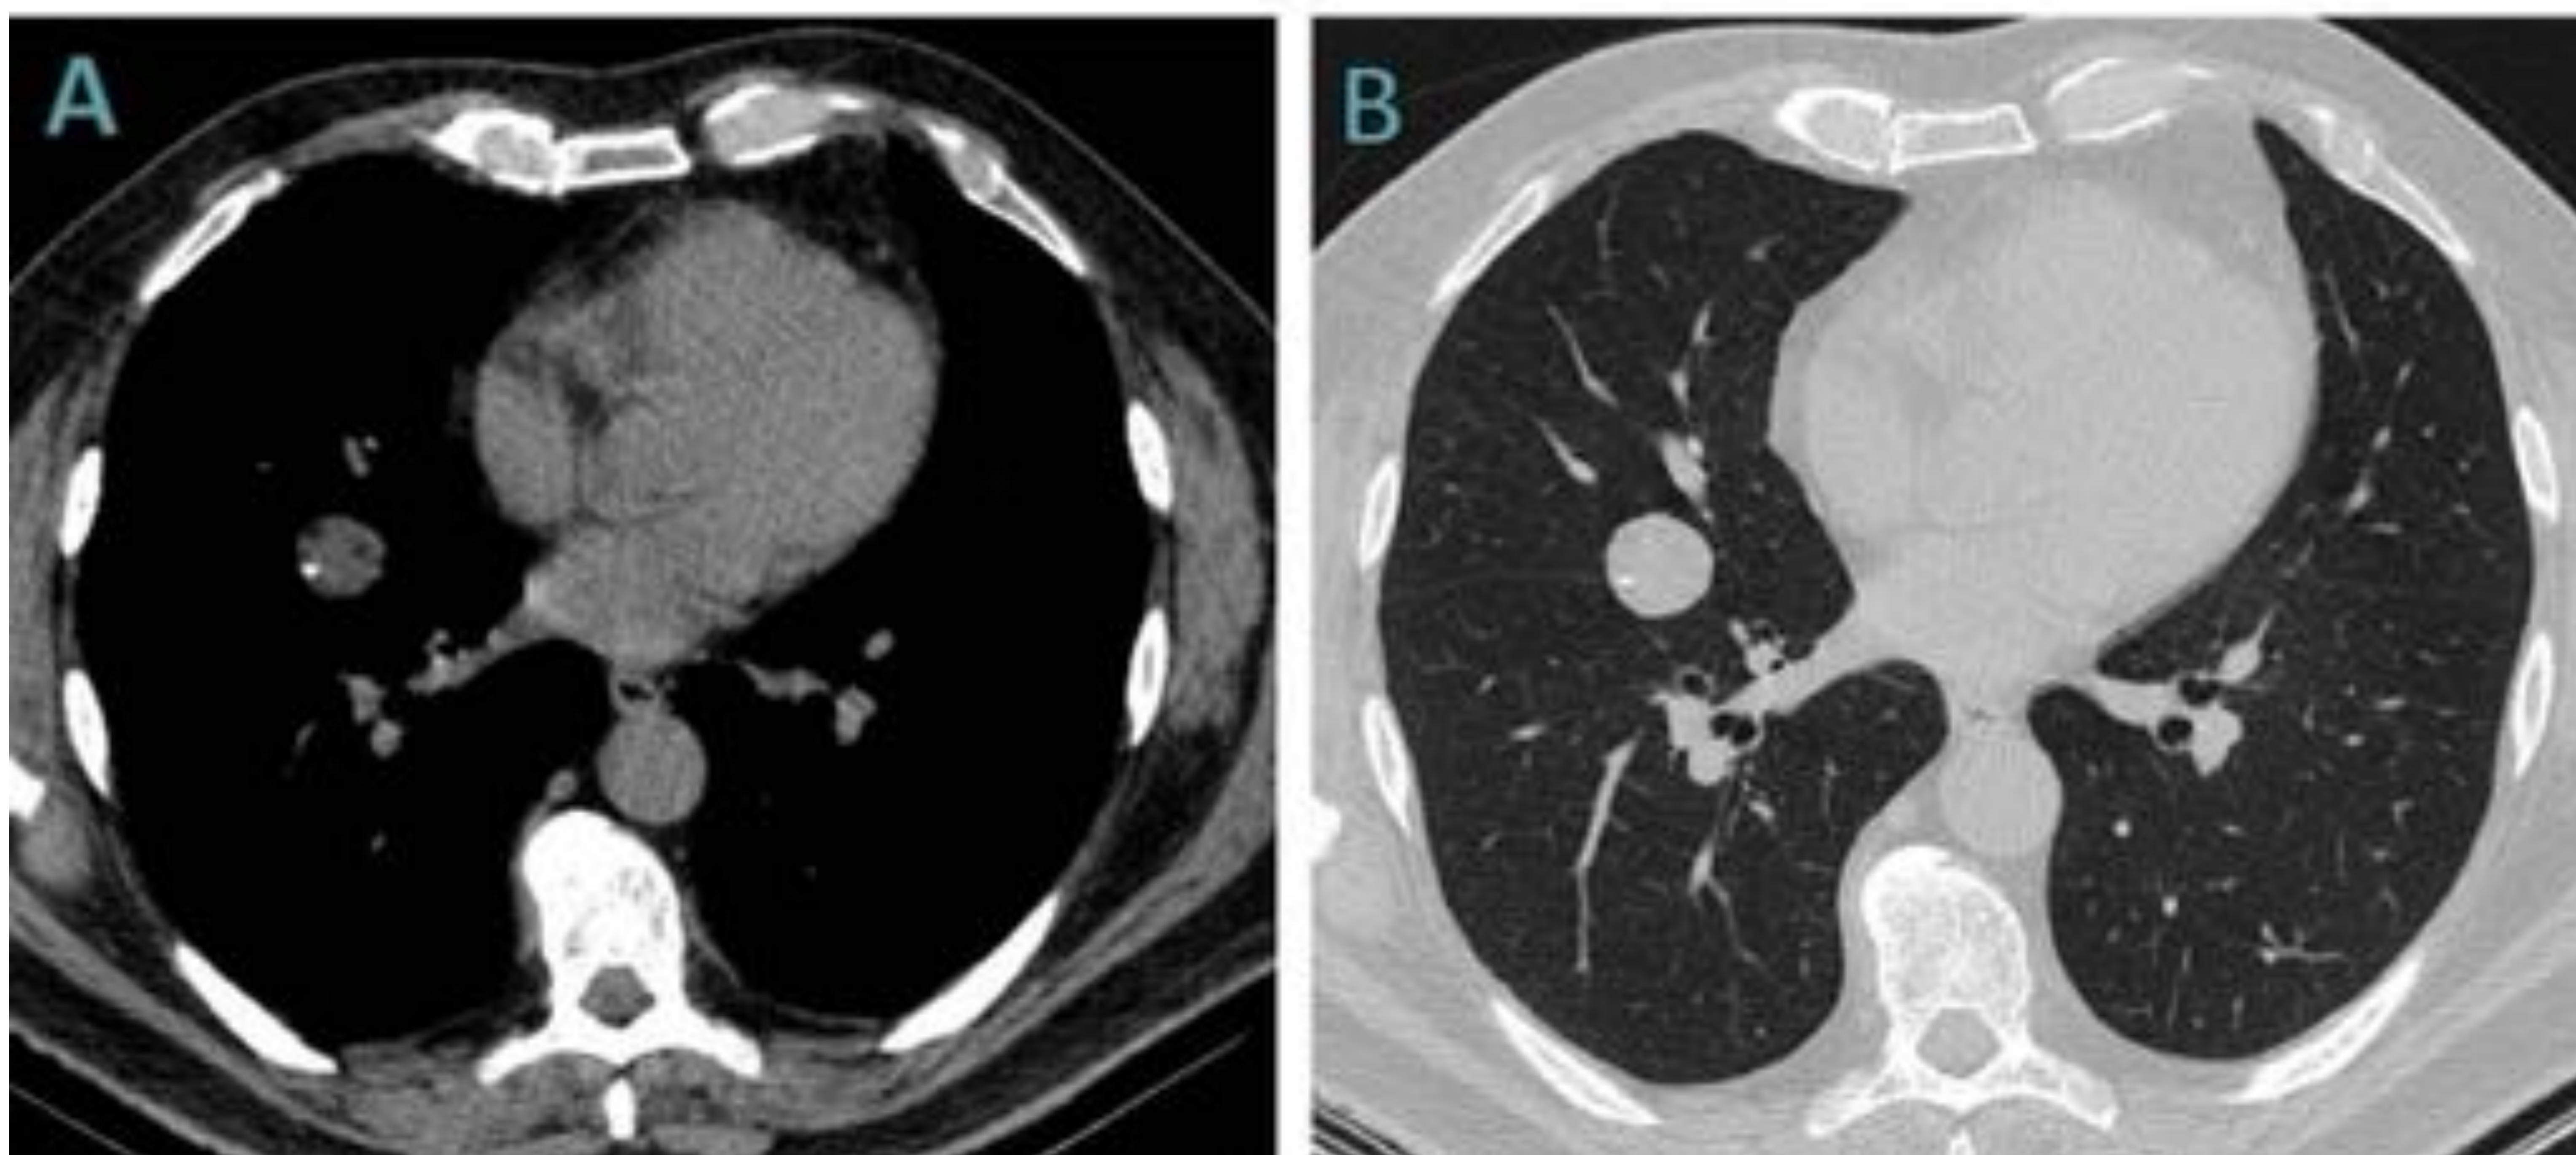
TC torácica en la que se observa un nódulo de bordes bien definidos con una calcificación grosera en su interior y áreas de atenuación grasa, compatible con hamartoma.
